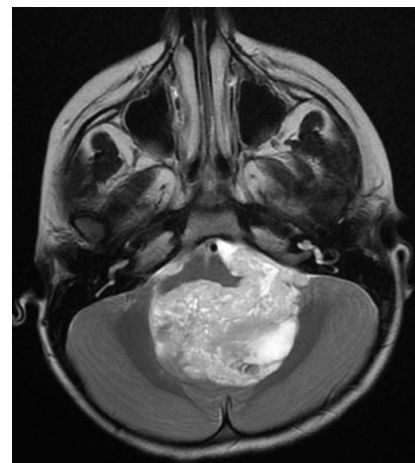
Б-ая Ш., и/б 4075/05. МРТ головного мозга T2 фронтальный срез - распространение опухоли на вентральную поверхность ствола мозга
